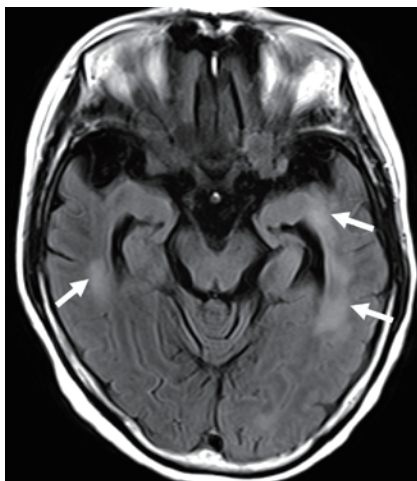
頭部MRI軸位断像(側脳室下角レベル) FLAIR
